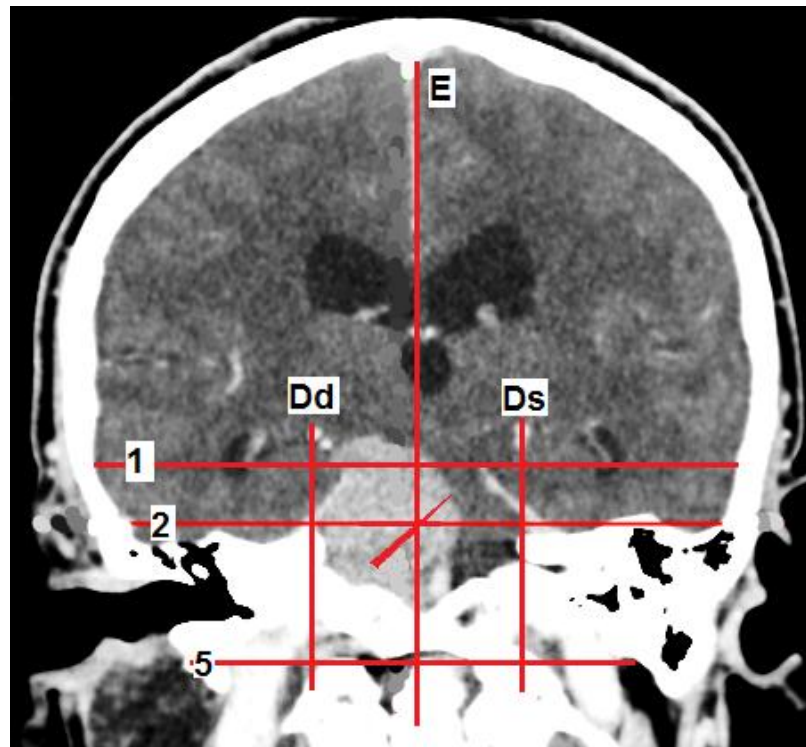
Пациентка С. (КТ во фронтальной проекции), петроклиивальная менингиома с преимущественно супратенториальным ростом: стрелкой показан вектор смещения перешейка ствола мозга в квадрант 1,2/DsE
